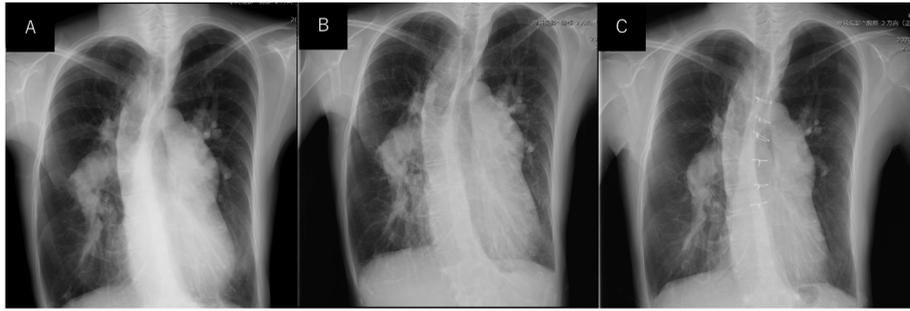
Patient 1: chest X-ray. (A) First evaluation. (B) Post-PAH treatment. (C) Post-operation.
